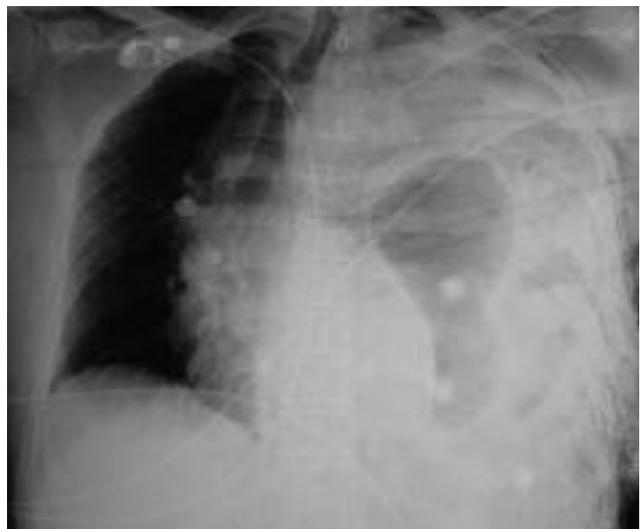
Radiographie pulmonaire couchée : suspicion de rupture du diaphragme.
